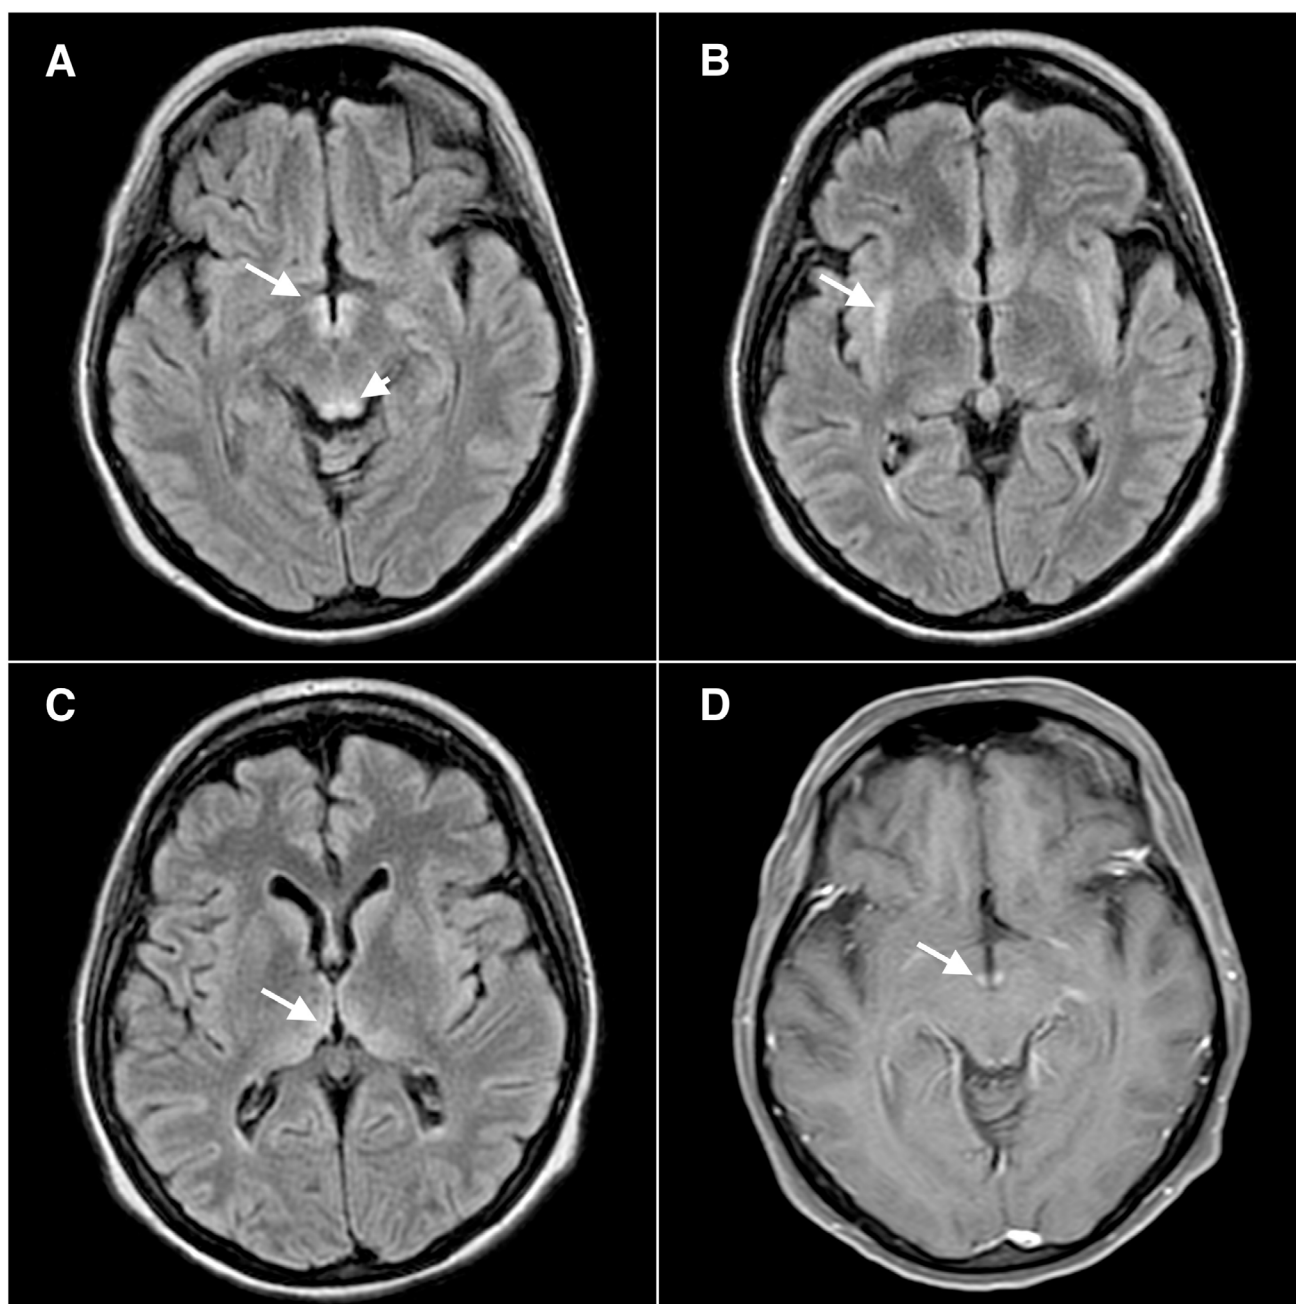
Resonancia cerebral simple y contrastada. A-C Imágenes axiales en FLAIR; A. Hiperintensidad bilateral del hipotálamo medial (flecha) y colículos superiores (cabeza de flecha); B. Hiperintensidad bilateral de la cápsula externa; C. Hiperintensidad bilateral del tálamo medial; D. Corte axial en T1 contrastado con captación del contraste en los cuerpos mamilares (flecha).
